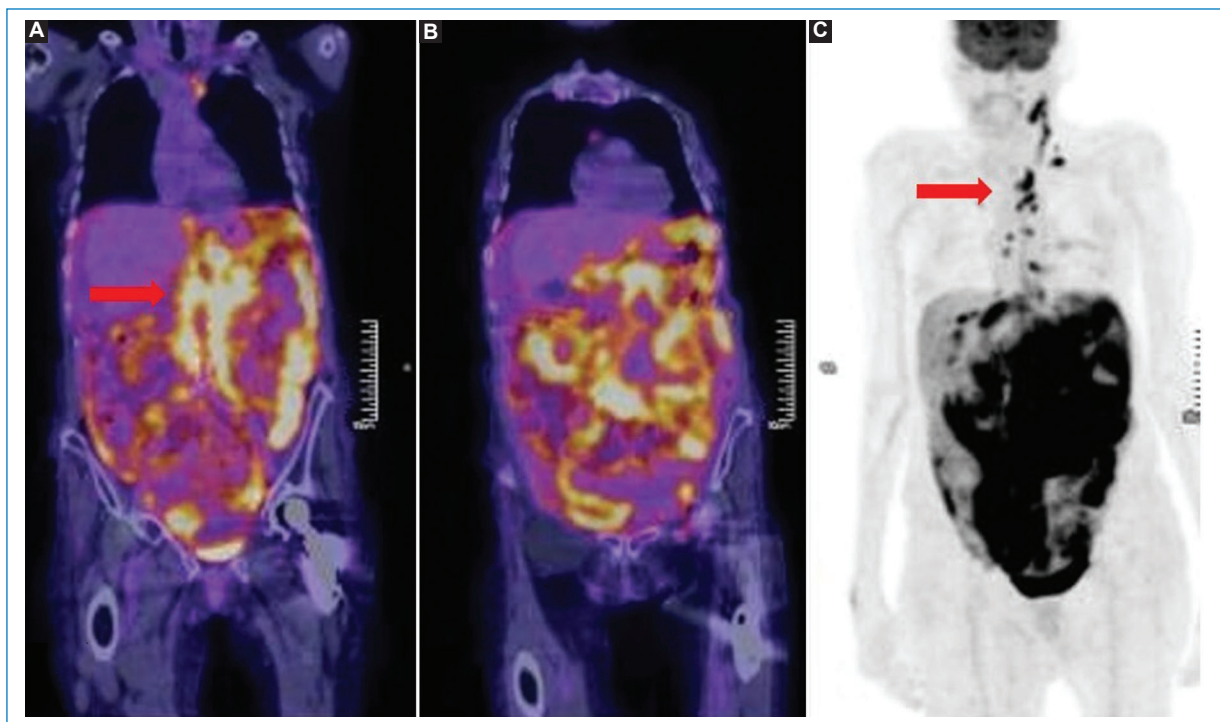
Imágenes coronales de fusión PET-TC (A y B) y MIP de PET (C) de un caso de LP. Como hallazgos acompañantes se evidencian múltiples adenomegalias hipermetabólicas en diferentes niveles ganglionares supra- e infradiafragmáticos (flechas).
